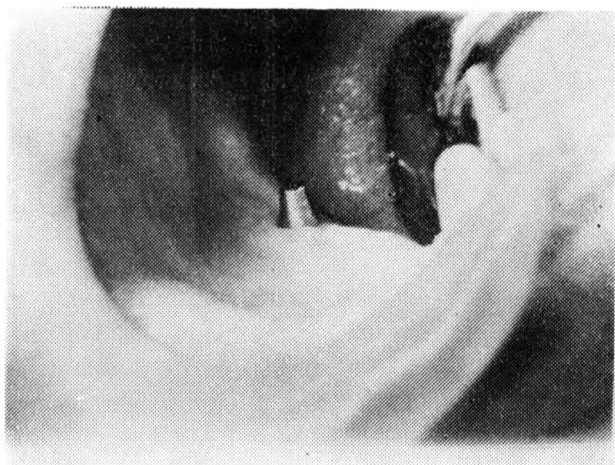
Nahradenie horných frontálnych zubov: a) fotografia so zasadeným titánovým implantátom. Stav za jeden mesiac po výkone, b) panoramatická röntgenová snímka. Implantát v čelusti, zóna prejasnenia a zóna kondenzácie kosti v okolí implantátu. Stav po piatich rokoch, c) fotografia mostíka, ktorý by nemohol byť bez implantátu zhotovený
